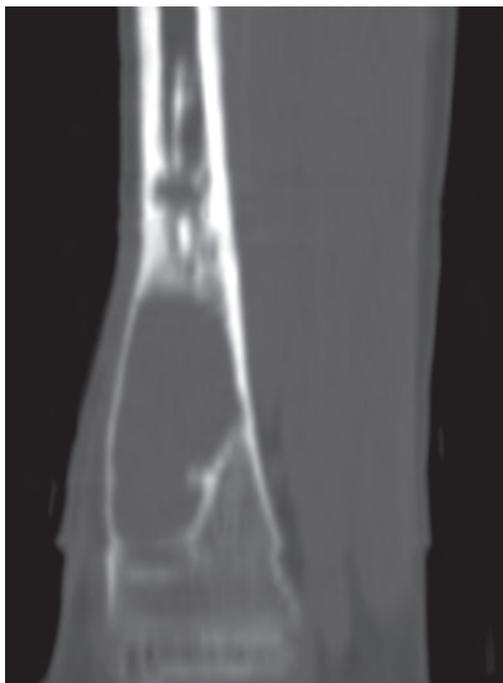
КТ. Неоссифицирующая фиброма. Проксимальный метадиафиз правой бедренной кости вздут, костномозговой канал расширен, заполнен содержимым плотностью 17–19 НУ.
